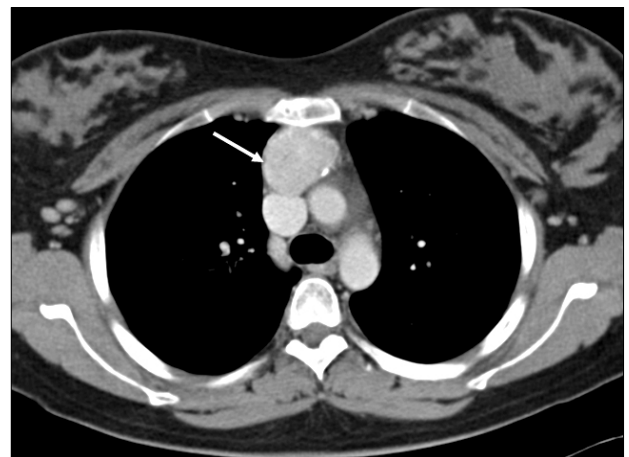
A CT scan shows well-demarcated mediastinal mass with scatter calcification (white arrow).
